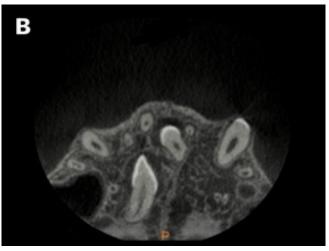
Aspecto radiográfico em tomografia computadorizada cone beam pré-operatória: A) reconstrução panorâmica da tomografia e B) vista axial
